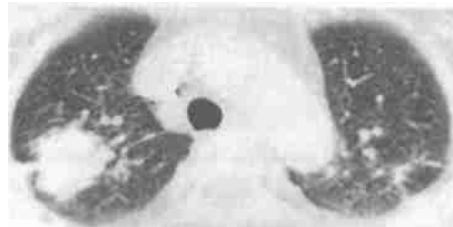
两肺粟粒状阴影及右上肺团块影 CT 表现
